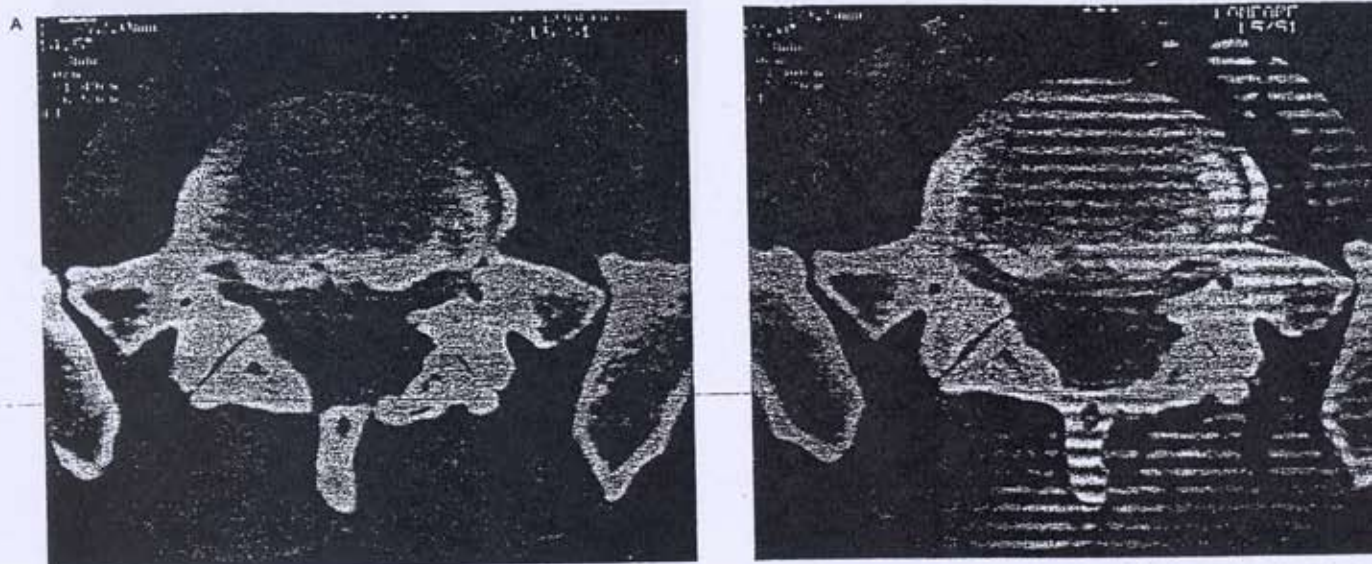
A) Ernia discale L5-S1 paramediana destra (freccie). B) Completa scomparsa dopo trattamento infiltrativo intraforaminale TC guidato con O₂-O₃.
